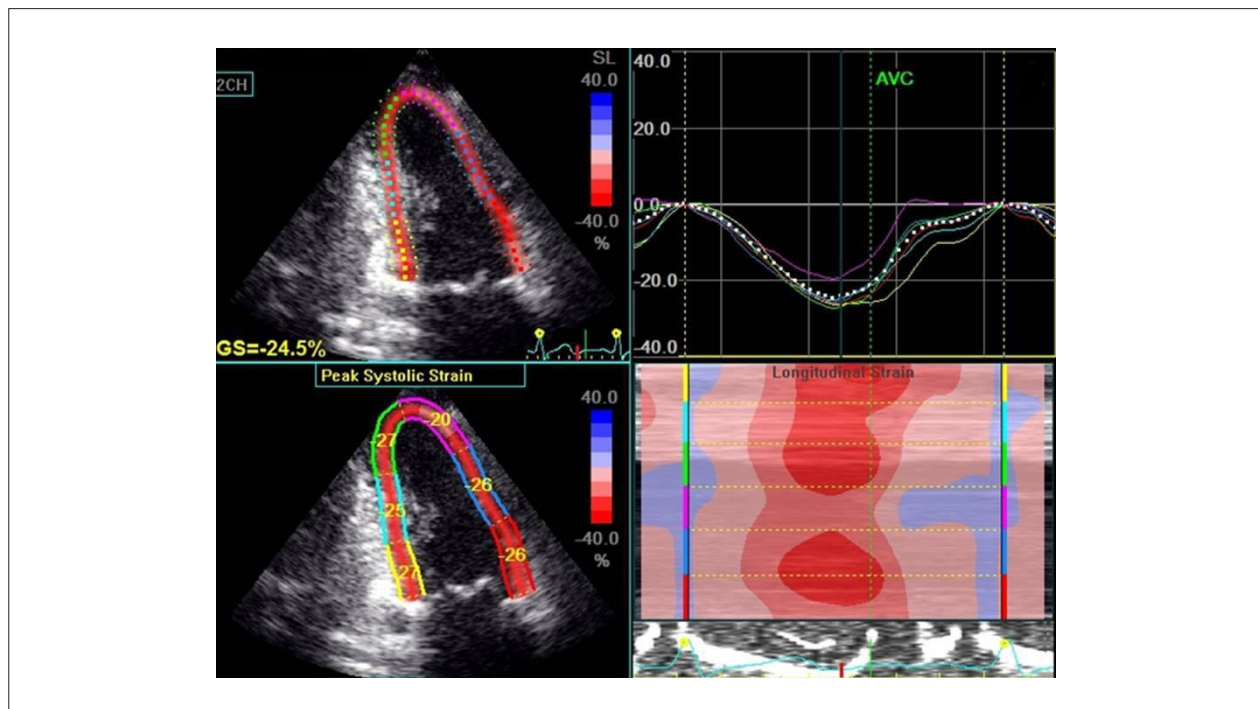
Exemplo de análise de deformação longitudinal global usando ecocardiografia de speckle tracking. GS: strain longitudinal global; AVC: fechamento da valva aórtica.
